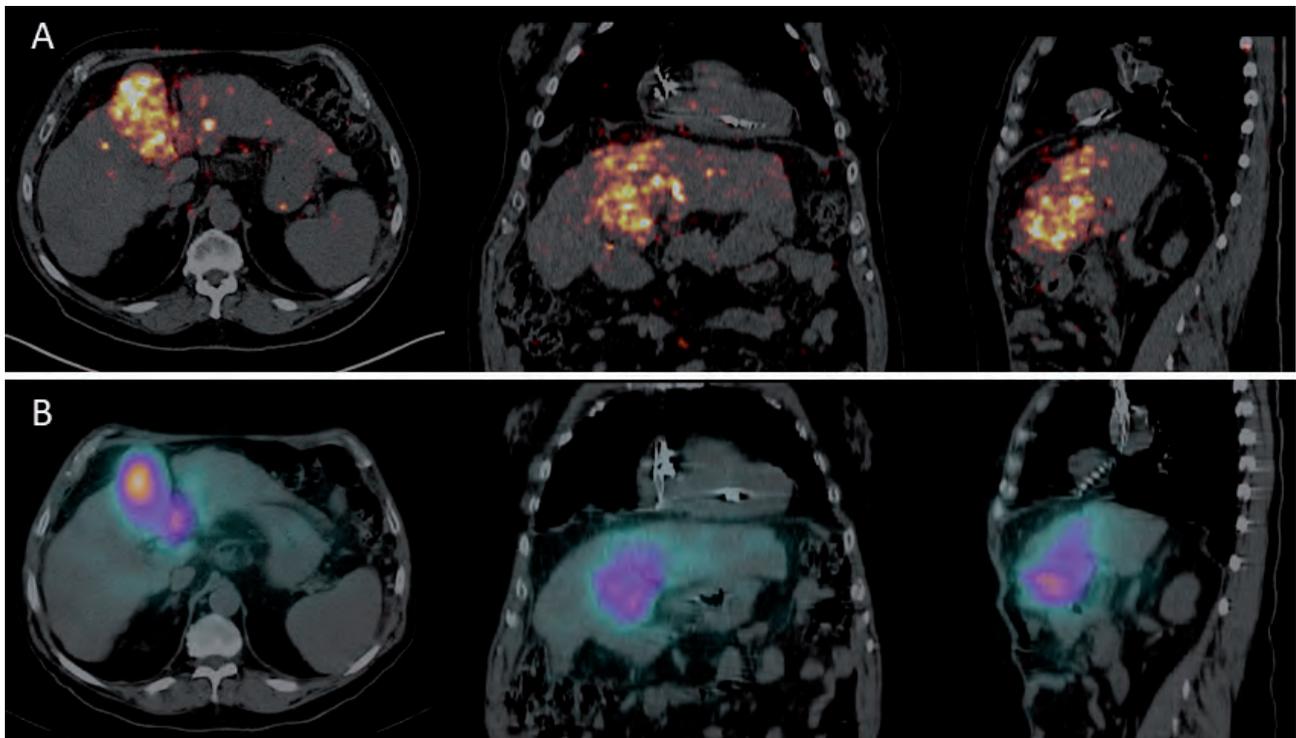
Evaluación de la distribución de las microesferas en un tratamiento de radioembolización segmentario (segmento hepático IV). A) Imágenes de ⁹⁰Y-PET-TC. B) Imágenes de SPECT-TC de frenado.
